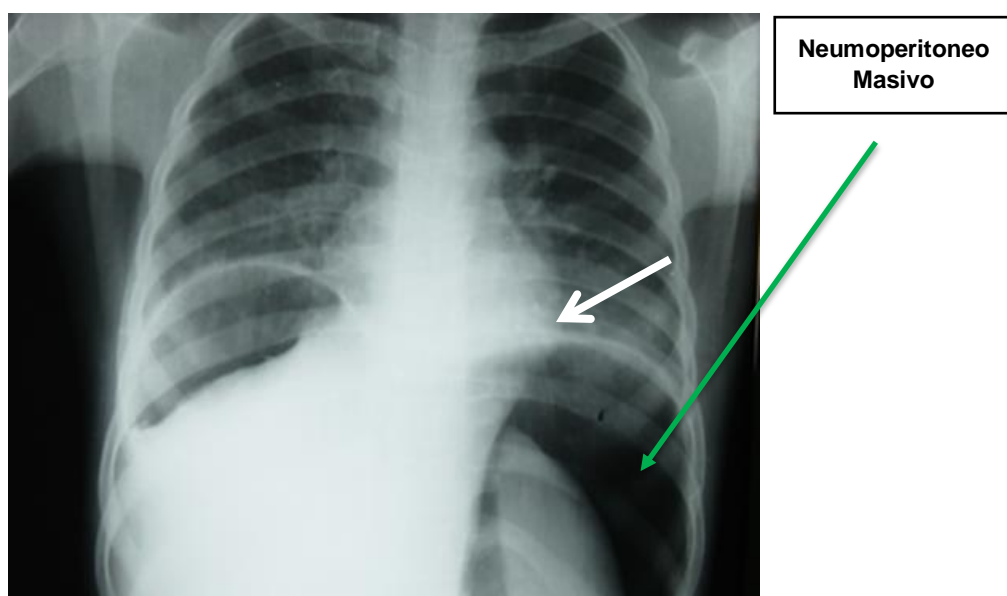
Radiografía simple de tórax, mostrando neumoperitoneo masivo.
